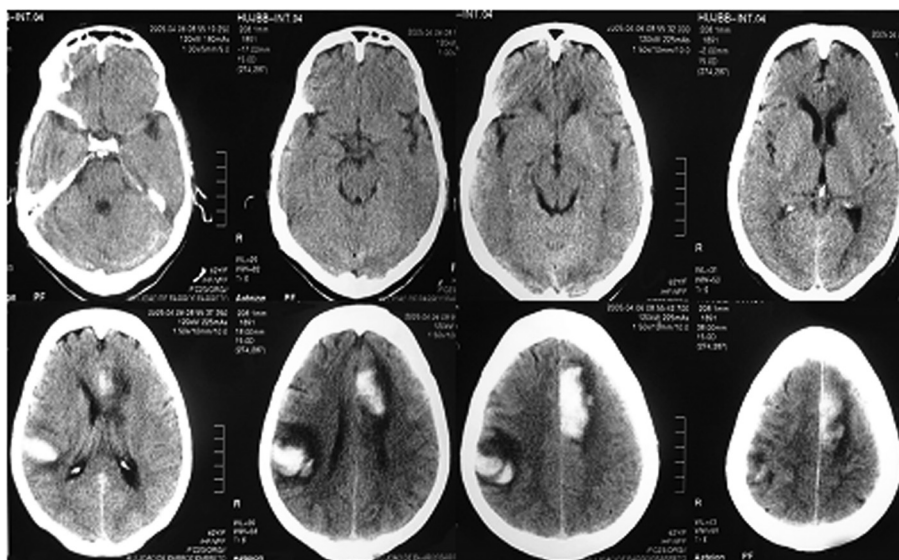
Tomografia computadorizada de crânio sequencial mostrando lesões hemorrágicas com edema perilesional, medindo 20 a 30mm no lobo frontal esquerdo e parietal direito, sulcos cerebrais parcialmente apagados, sem desvio de linha média, além de calcificações ateromatosas em artérias carótidas internas direita e esquerda.
